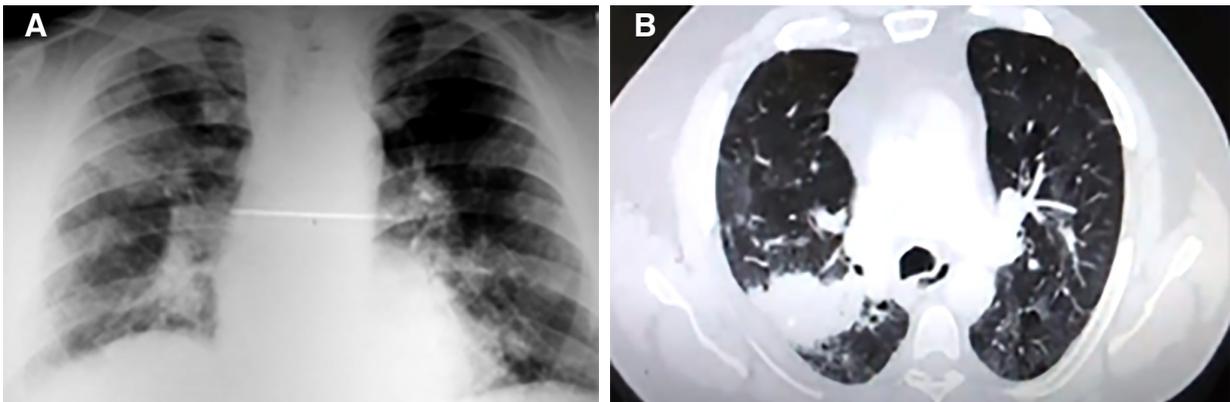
Tomografía de tórax previa al pembrolizumab
